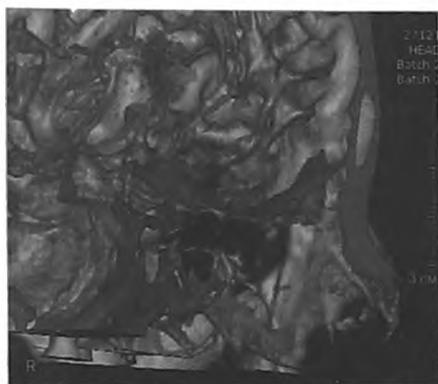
КТ – цистернография. Затеkanie контрастирующего препарата эндоназально (стрелки) через дефект в ситовидной пластинке.
